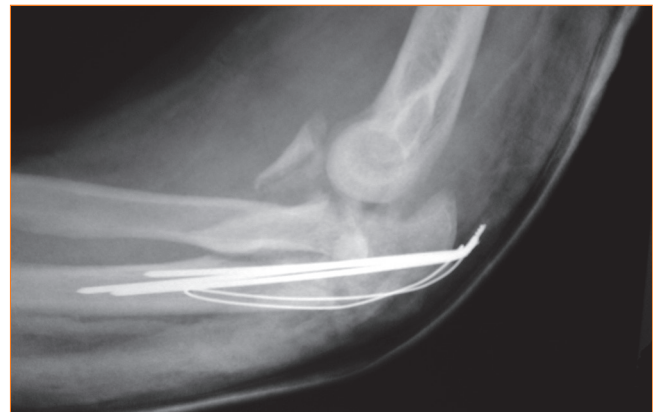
Radiografía lateral del codo de un hombre de 42 años de edad, que sufrió una subluxación posterior recurrente precoz tras el intento de fijación de una fractura cubital proximal utilizando la técnica de banda de tensión. Demuestra que el fragmento coronoides no ha sido estabilizado y que la fractura asociada de la cabeza del radio no se ha solucionado.
